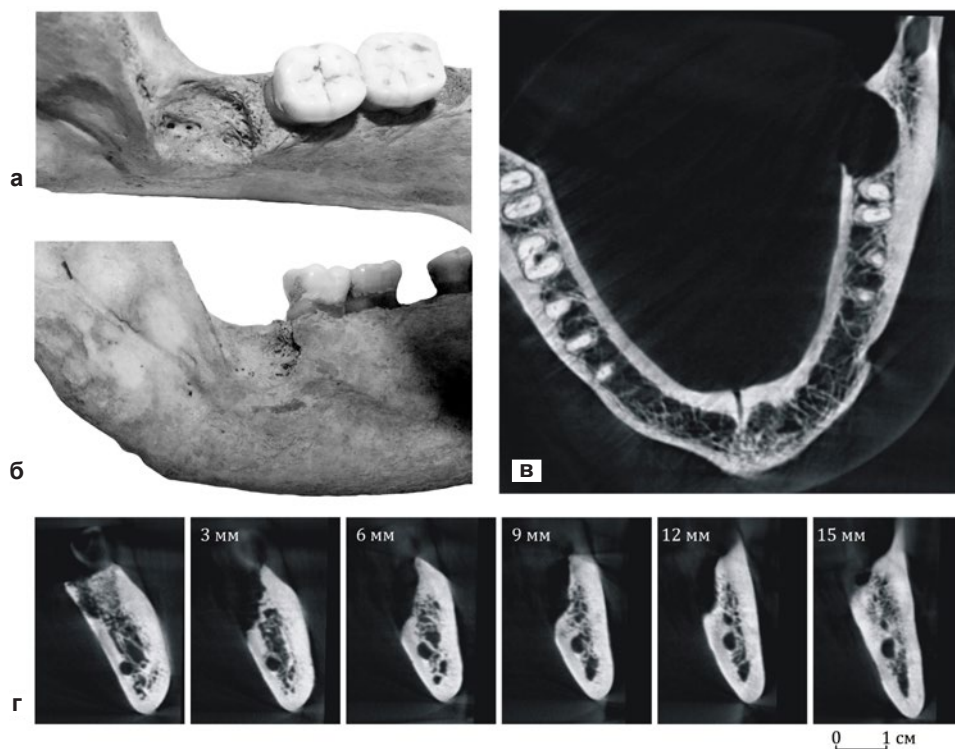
След прижизненного удаления третьего левого моляра нижней челюсти с резекцией язычной стенки зубной альвеолы: а – вид сверху; б – вид справа; в – распил тела нижней челюсти на конусно-лучевой томограмме в горизонтальной плоскости на 6 мм ниже верхнего края альвеолы удалённого зуба; г – серия распилов на конусно-лучевой томограмме нижней челюсти в районе удалённого моляра (распили осуществлены перпендикулярно оси тела с шагом 3 мм, начиная от межальвеолярной перегородки второго и третьего моляров)
